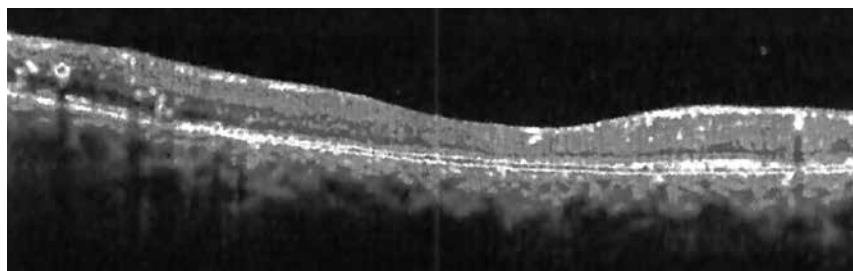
Томограмма сетчатки пациента К. через 3 мес. после ИВВ имплантата Озурдекс
